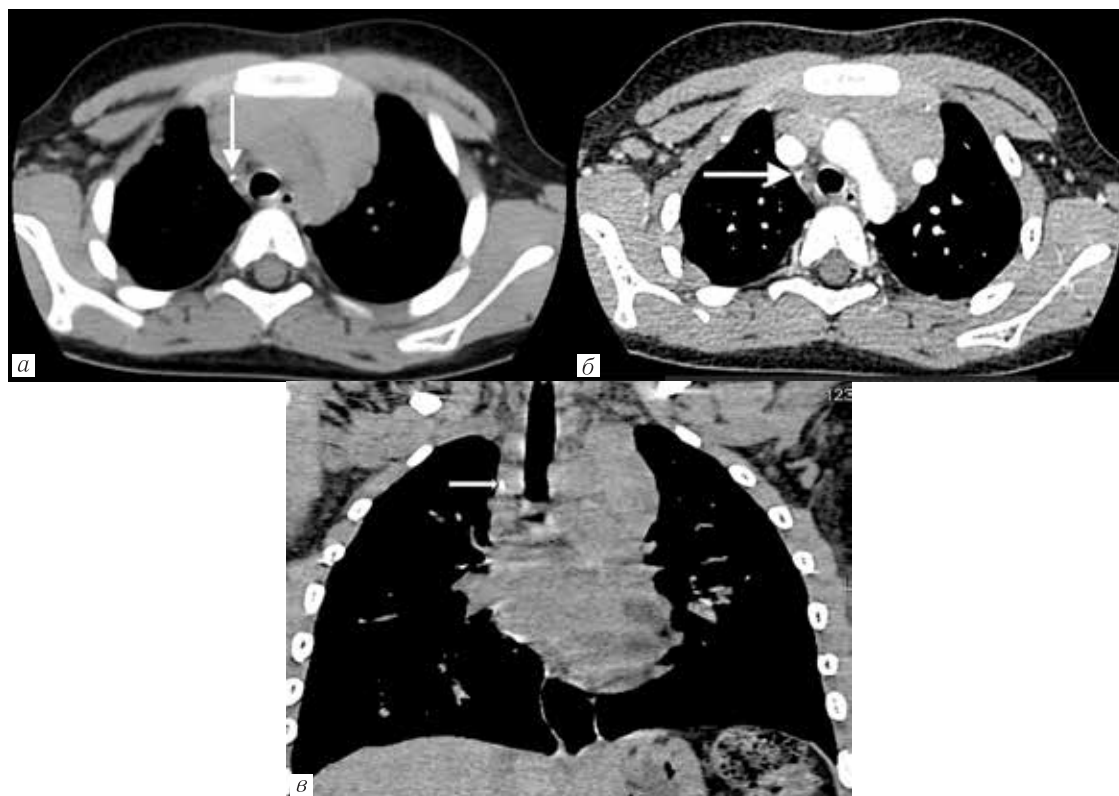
МСКТ органов грудной полости от 26.05.2015: *а, б* — мягкотканый режим в аксиальной плоскости — единичное обызвествление в правой паратрахеальной группе ВГЛУ (стрелка); *в* — мягкотканый режим во фронтальной плоскости — единичное обызвествление в правой паратрахеальной группе ВГЛУ (стрелка)
